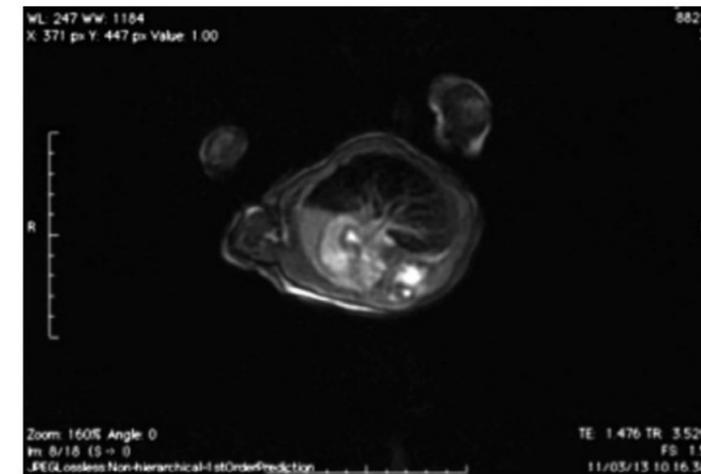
Immagine RM assiale che mostra l'agenesia del polmone destro.
